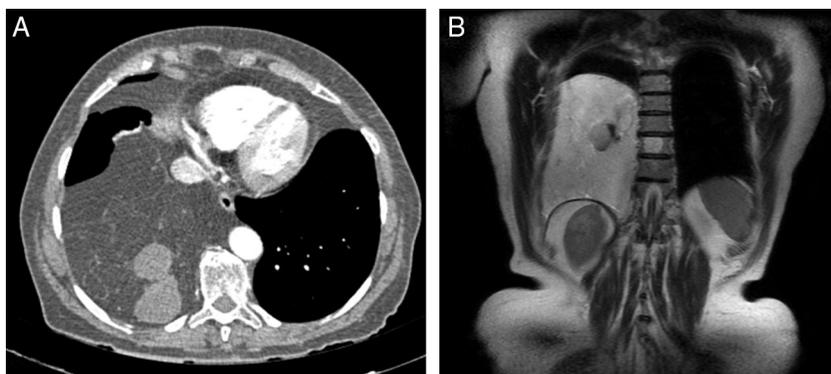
A) Imagen de TC torácica axial en la que se observa una masa adiposa heterogénea en el hemitórax derecho. Puede apreciarse una compresión esofágica y una afectación vascular. B) RM torácica con secuencia con ponderación T1 coronal que muestra una masa adiposa grande con varios nódulos quísticos y sólidos.
